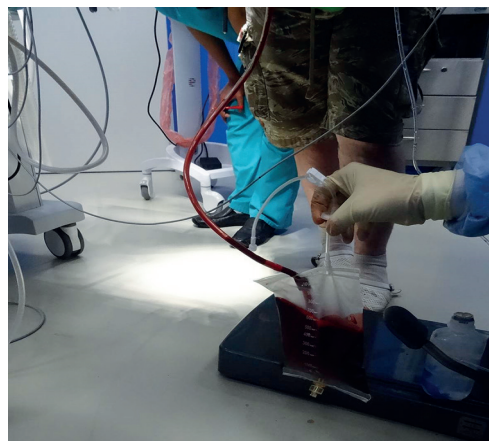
Сбор крови для реинфузии
